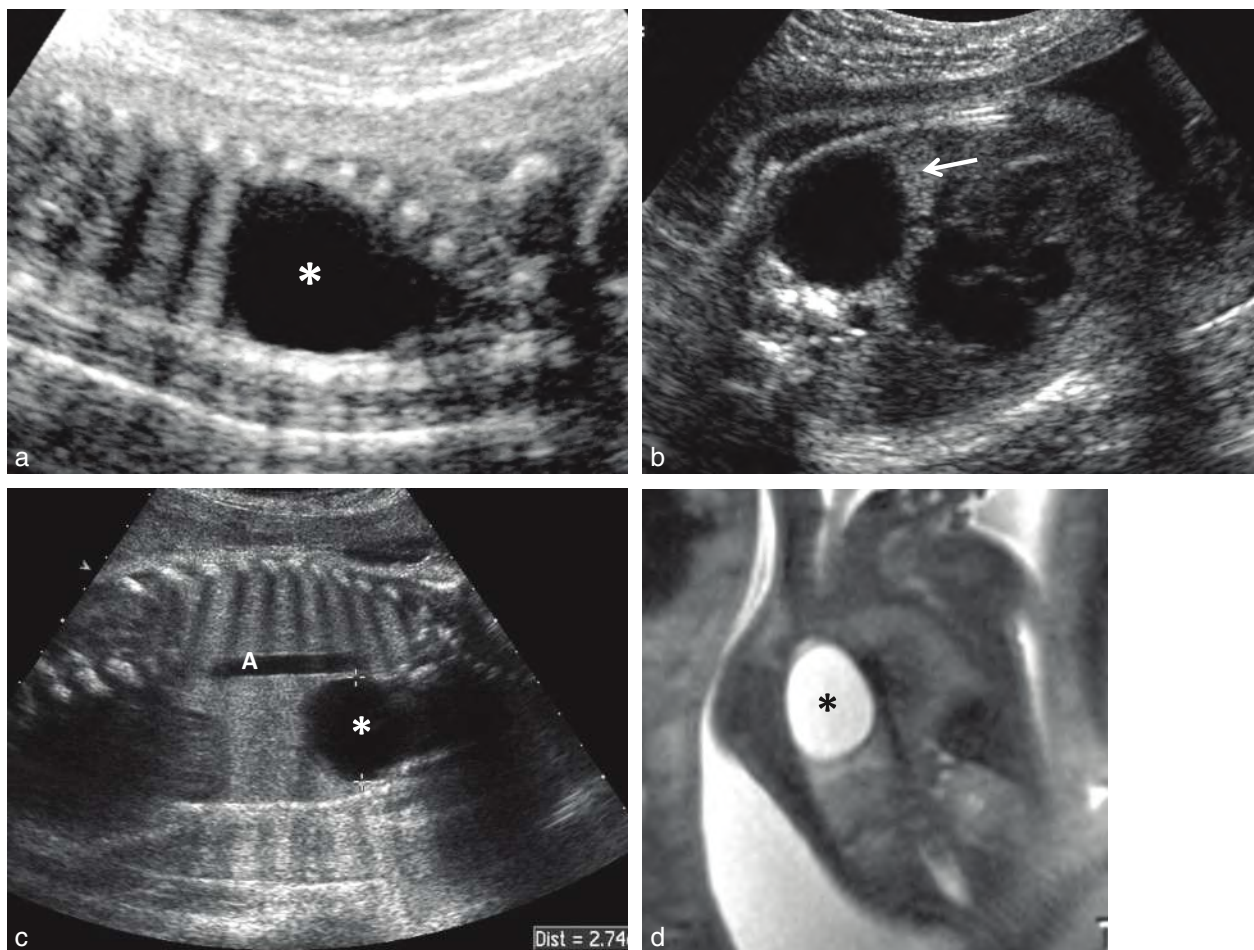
Kyste bronchogénique. a. Coupe sagittale paramédiane. Masse trans-sonore arrondie (*). b. Coupe transversale. Noter le parenchyme pulmonaire comprimé écho-gène en périphérie (→) pouvant faire discuter une maladie adénomatoïde de type 1 de Stocker. c. Coupe frontale. Kyste postérieur (*) en position para-aortique (A). d. Même fœtus que c. Aspect du kyste bronchogénique (*) en IRM.
